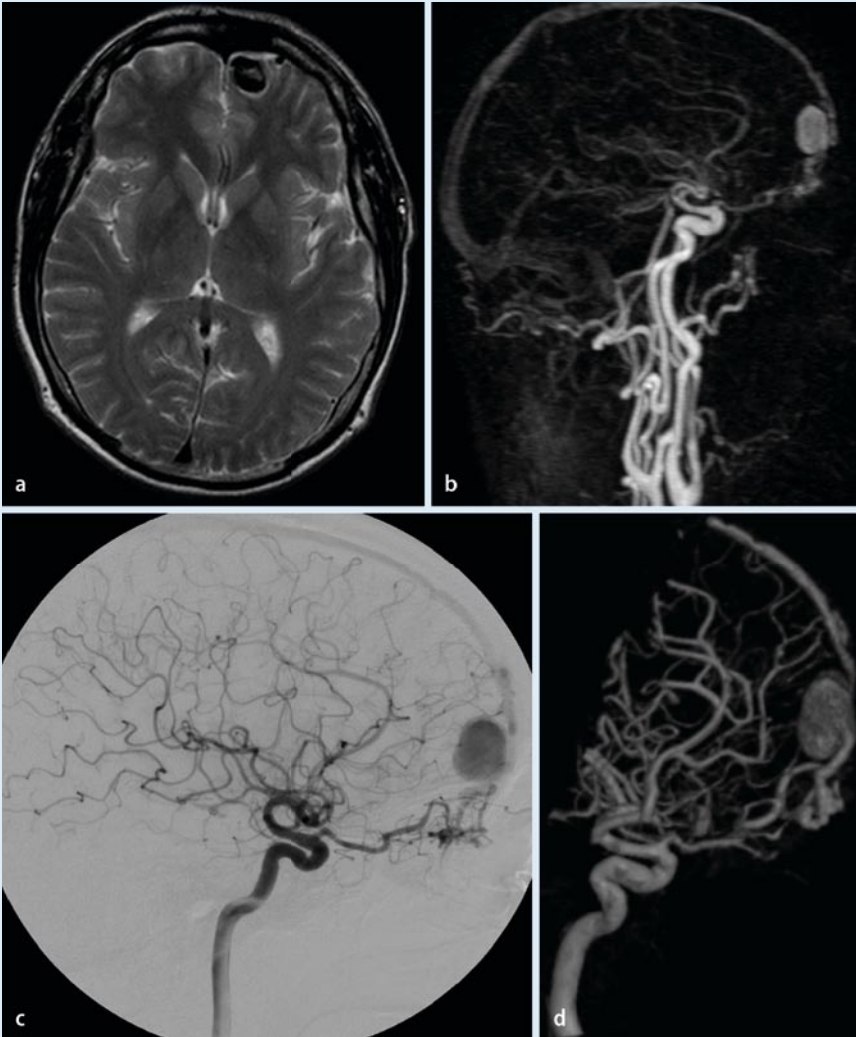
◀ 47-jähriger Patient mit frontalen Kopfschmerzen. In der MRT ist in der T2-Sequenz links frontobasal eine hypointense knottige Struktur zu sehen. Die KM-Angiographie und die DSA zeigen eine durale AV-Fistel frontobasal, die aus der A. ethmoidales anterior aus der A. ophthalmica gespeist wird. Über ein etwa 2 cm großes venöses Aneurysma drainiert der Nidus in den Sinus sagittalis superior
